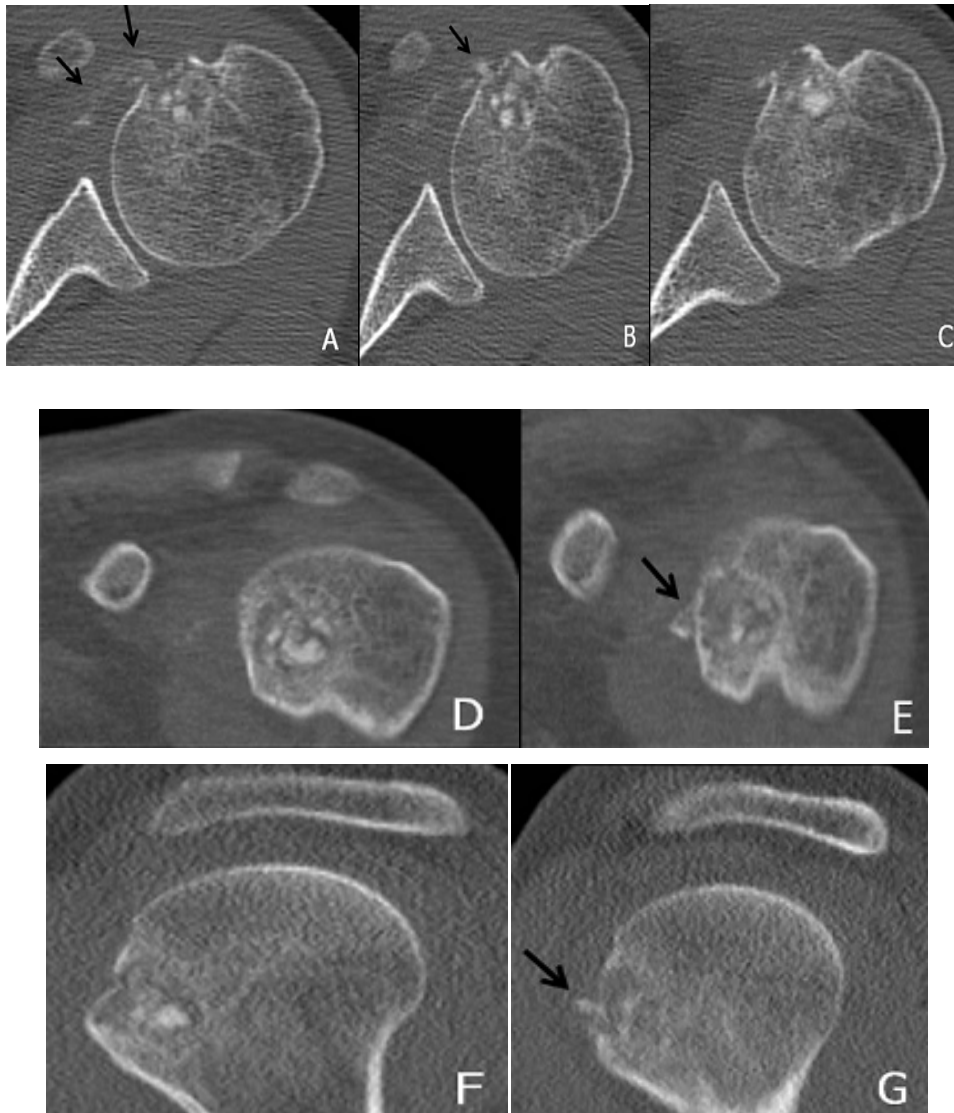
Tomografía computarizada de hombro izquierdo del mismo paciente que la figura 40 (4 meses después de la radiografía). Imágenes axiales (A-C) y reconstrucciones coronales (D-E) y sagitales (F-G). Lesión lítica con erosión de la cortical en la tuberosidad menor coincidiendo con la inserción del tendón subescapular, rellena de focos calcificados redondeados. Depósitos cálcicos con morfología *en cola de cometa* en la vertiente distal del tendón subescapular que parecen introducirse en el hueso (flechas). Adaptado de Alcalá-Galiano Rubio, *et al.* (151).
